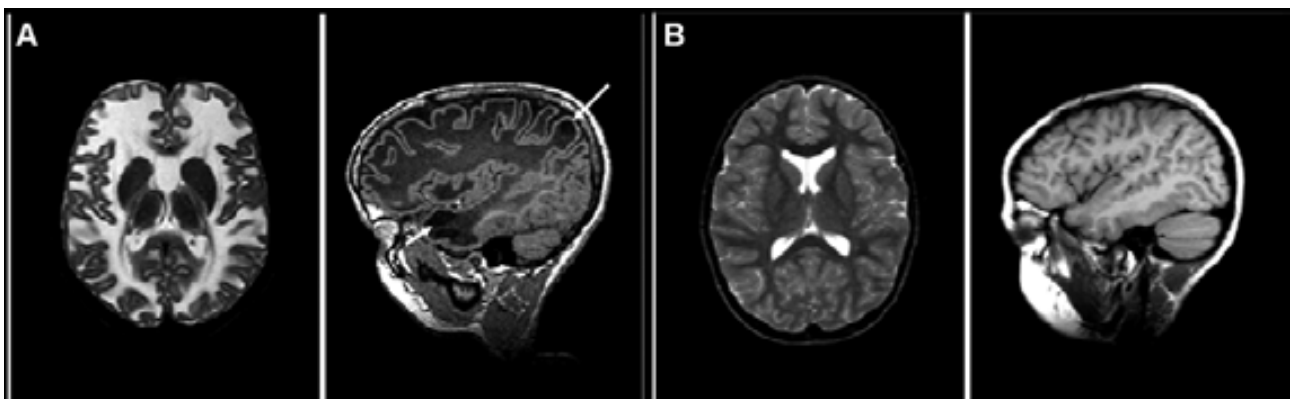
Imatges de MRI corresponents a un pacient de MLC (A) i un control (B). (A) MRI d'un pacient de MLC on s'observa la substància blanca anormalment difusa i la presència de quists subcorticals (fletxes). (B) MRI d'un pacient control no afectat. Esquerra, vistes axials; dreta, vistes sagitals.
